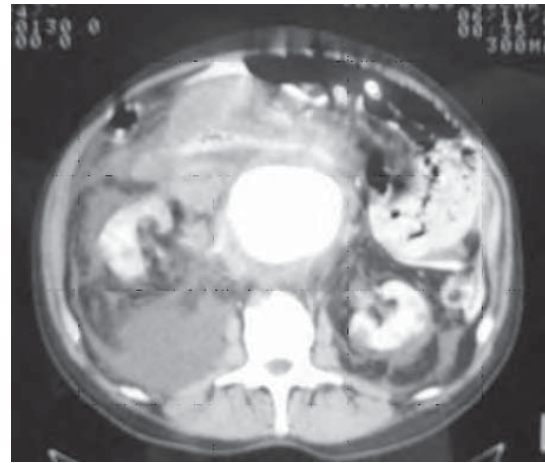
/15. Tomografía de abdomen en paciente con aneurisma de aorta abdominal complicado.
